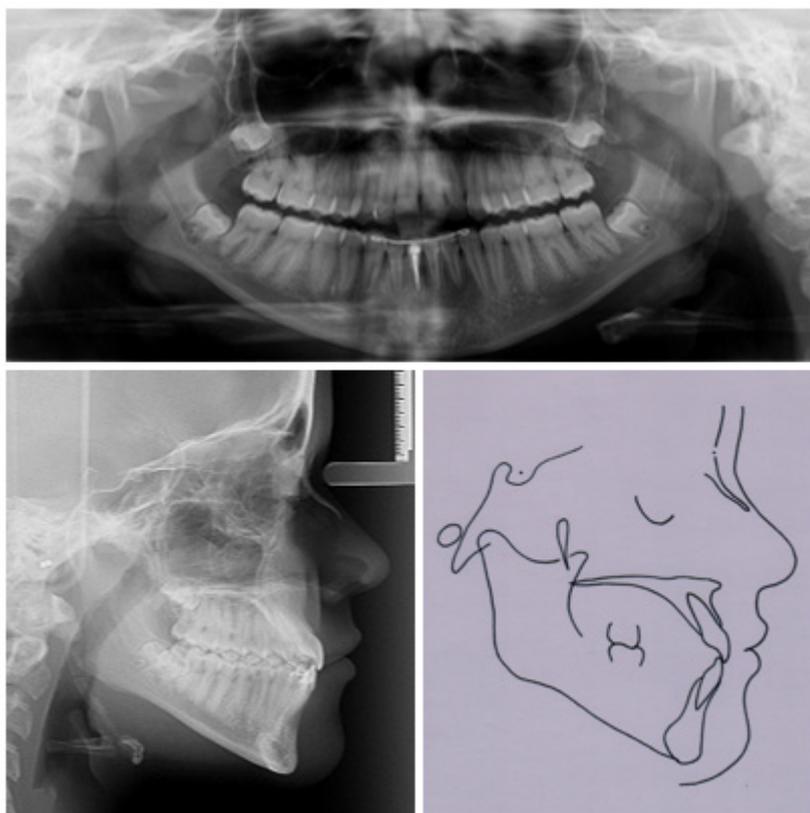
Traçados, telerradiografia e radiografia panorâmica pós-tratamento
